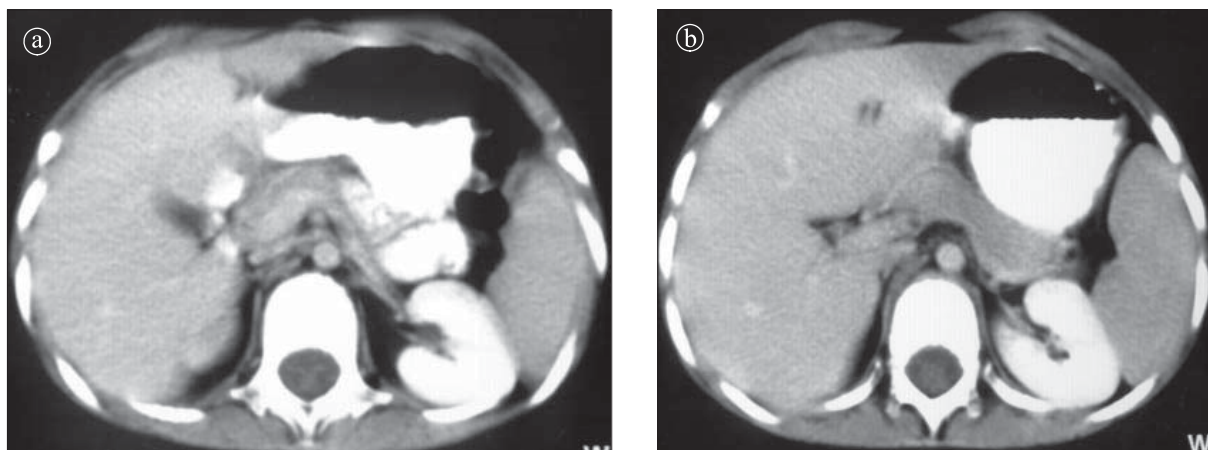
Pancreas normal. Secțiune axială CT la nivelul: a) capului, b) corpului și cozii.
